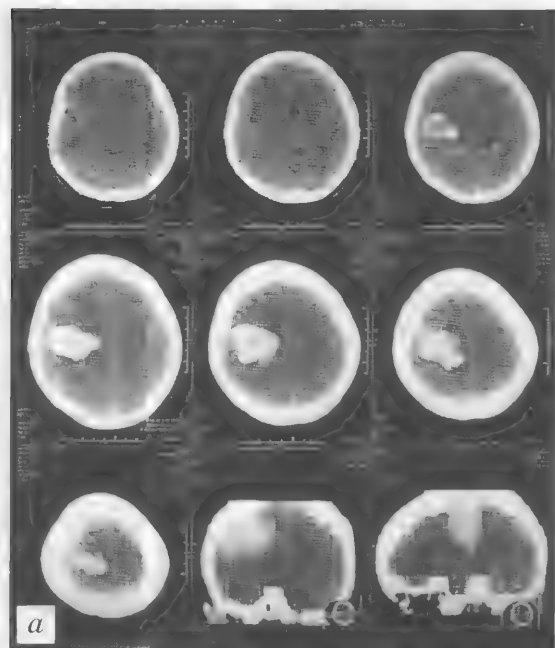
Больной М., 57 лет. Изолированное гипертензивное кровоизлияние с формированием таламо-капсулярной гематомы справа. Контроль оперативного лечения. КТ — *a*; МРТ до операции — *b*; КТ после оперативного лечения — *c*
